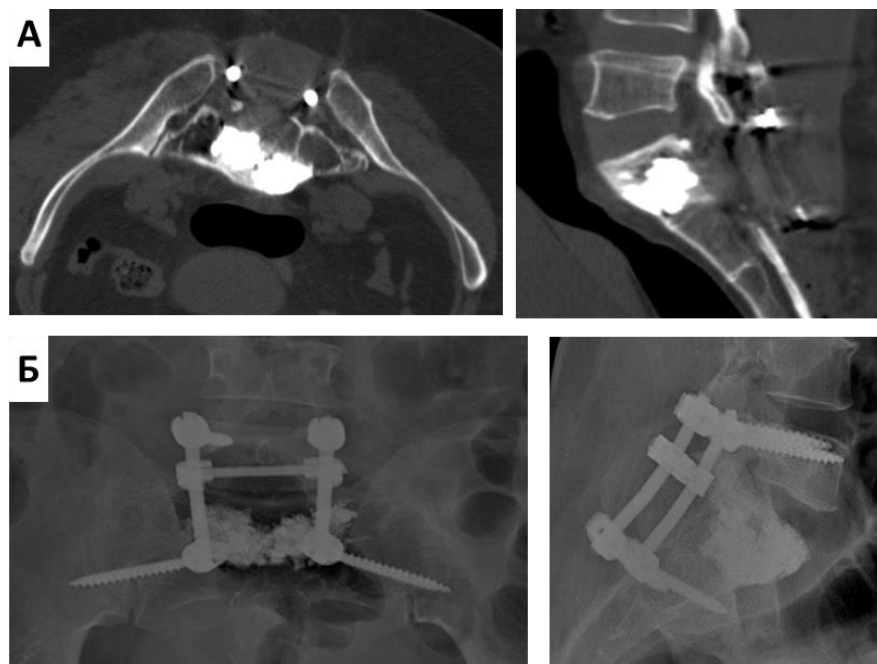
КТ-сканы (А) и рентгенограммы (Б) S1 позвонка больной А. после операции
